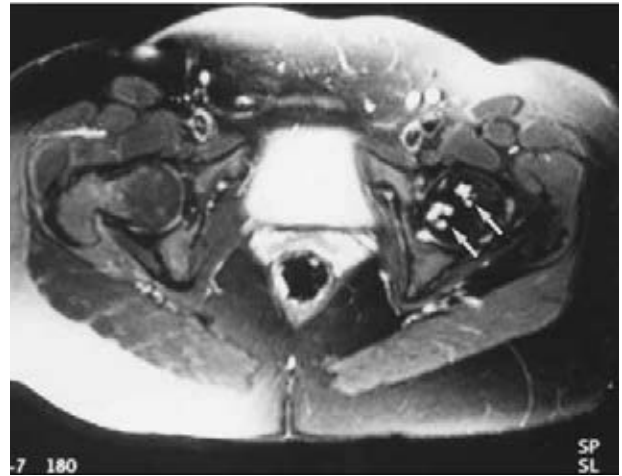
Resonancia magnética con gadolinio después de una reducción cerrada de la cadera izquierda, se observan cambios en la intensidad de la señal en múltiples porciones de la cabeza, indicando hipoperfusión global.
